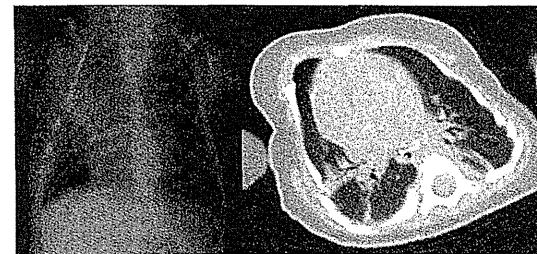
胸部 X 線 (正面像) と胸部 CT (肺野条件)
